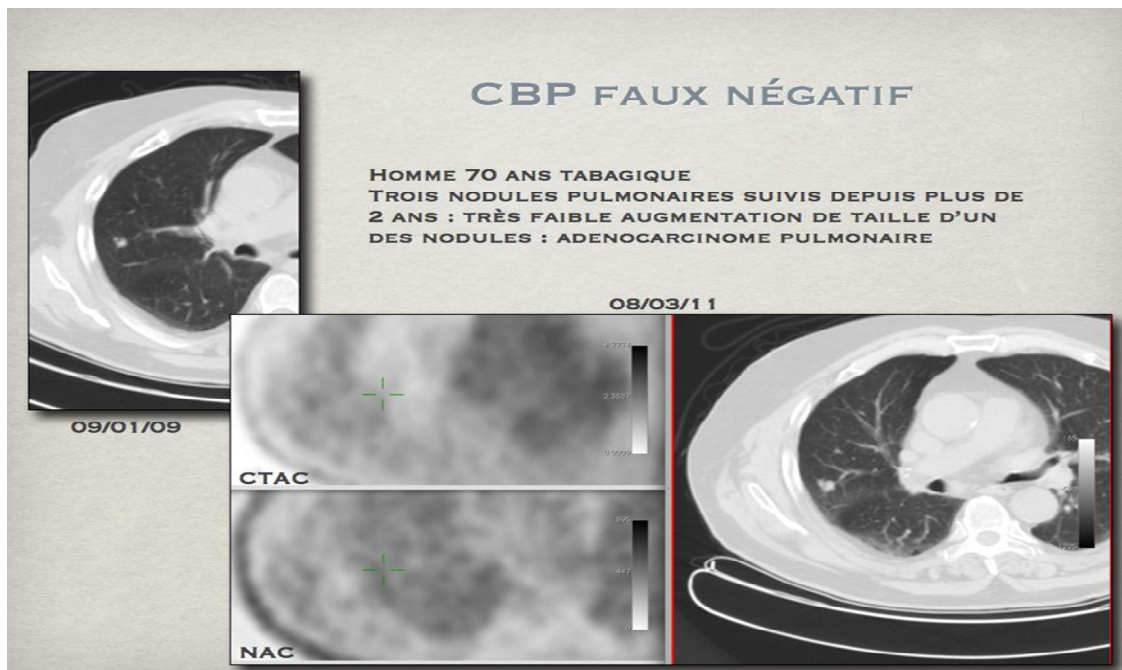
Faible fixation du FDG d'un adénocarcinome pulmonaire
